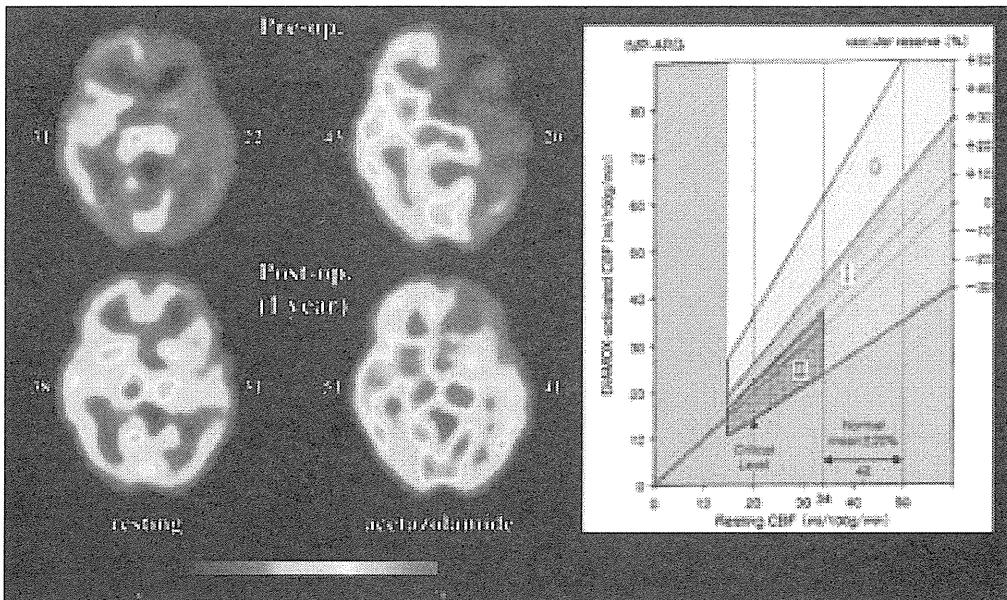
EC-IC Bypass術前後のIMP-SPECT定量画像解析と血行力学的脳虚血の定量的重症度評価
